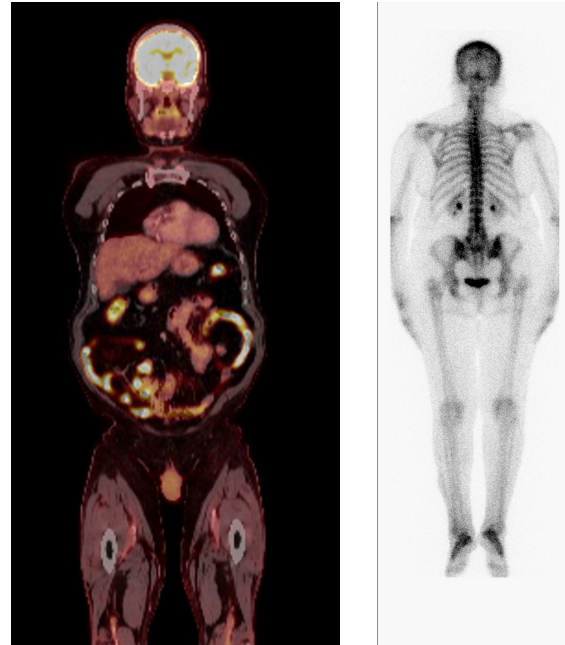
(PET-TC) y 33 (Gammagrafía ósea). Sin evidencia de hallazgos morfo-metabólicos que sugieran recidiva local ni afectación metastásica ganglionar o a distancia.
